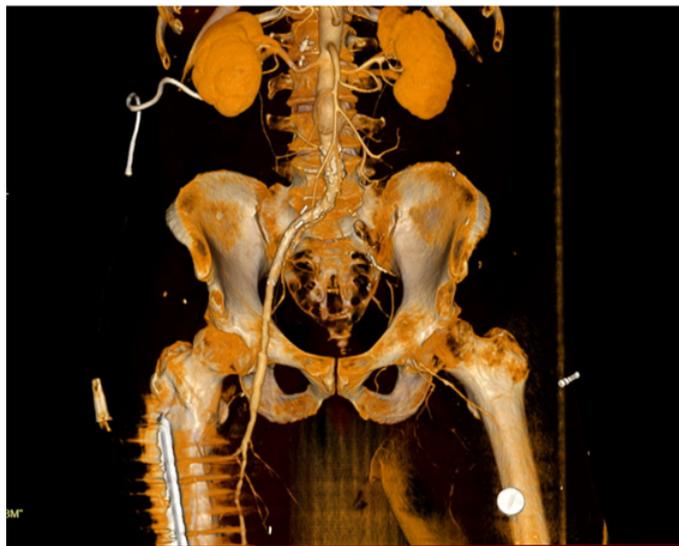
Контрольная КТ ангиография с в/в контрастированием через 2 месяца после операции
